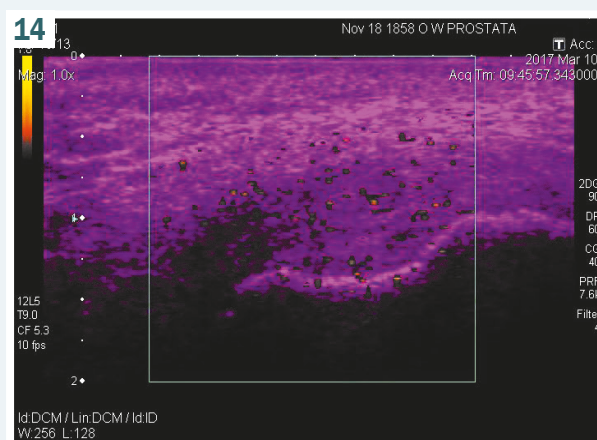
Ultrasound study of G-spot in the regime of gray scale with the determination of diameter of vessels. Patient K., aged 37. In the stroma of G-spot the vessels with diameter between 0.1 cm and 0.11 cm are visualized.
